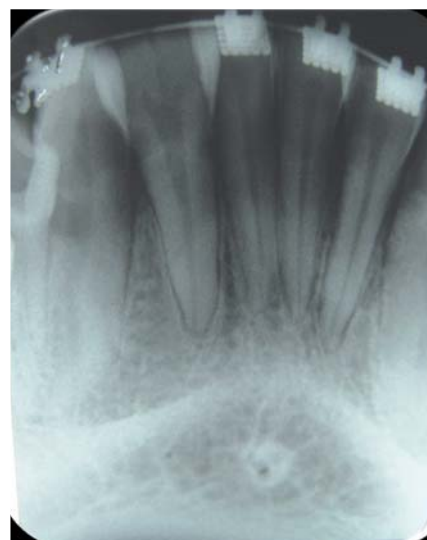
Radiografía periapical del diente 32 mostrando anatomía radicular de conducto único y unión de dos coronas.
